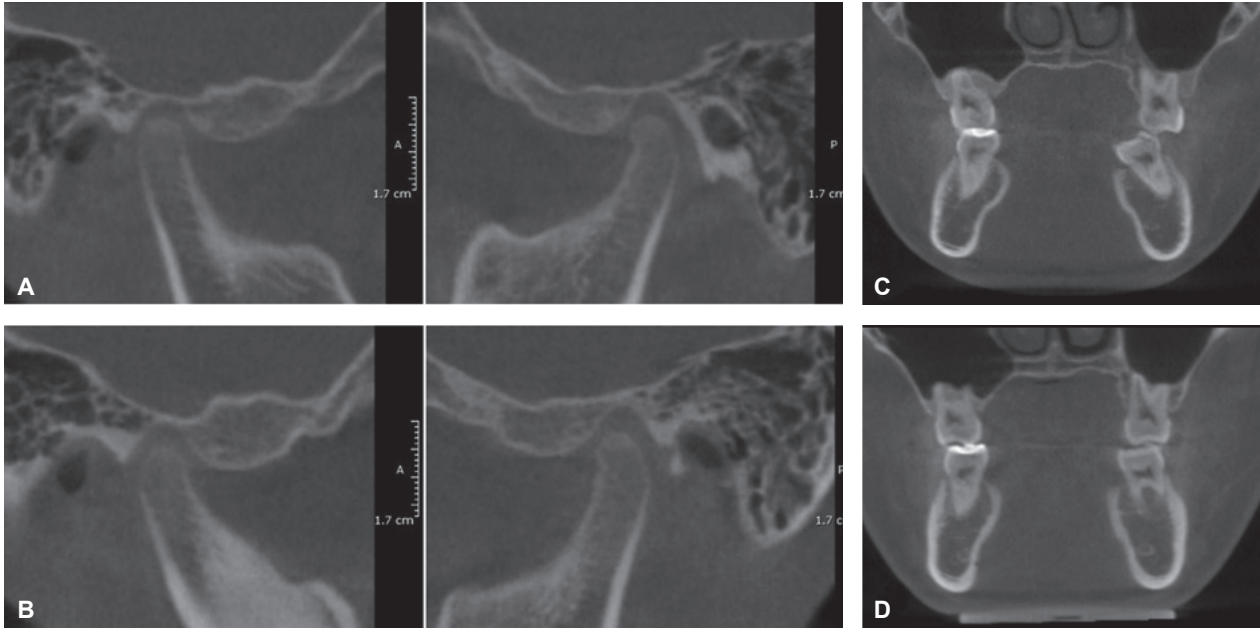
Cone-beam computed tomography images. Condyle position at pretreatment (A) and posttreatment (B), transversal molar relationship at pretreatment (C) and posttreatment (D).
